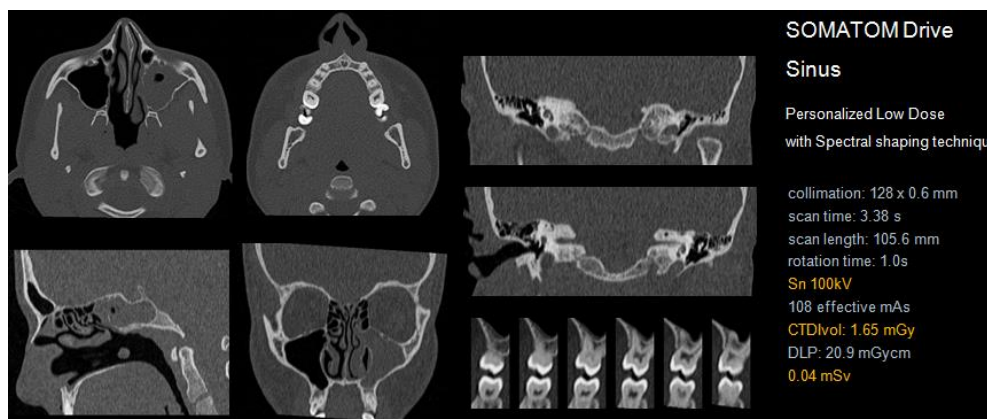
Tin filterを使用して撮影した副鼻腔CT画像
